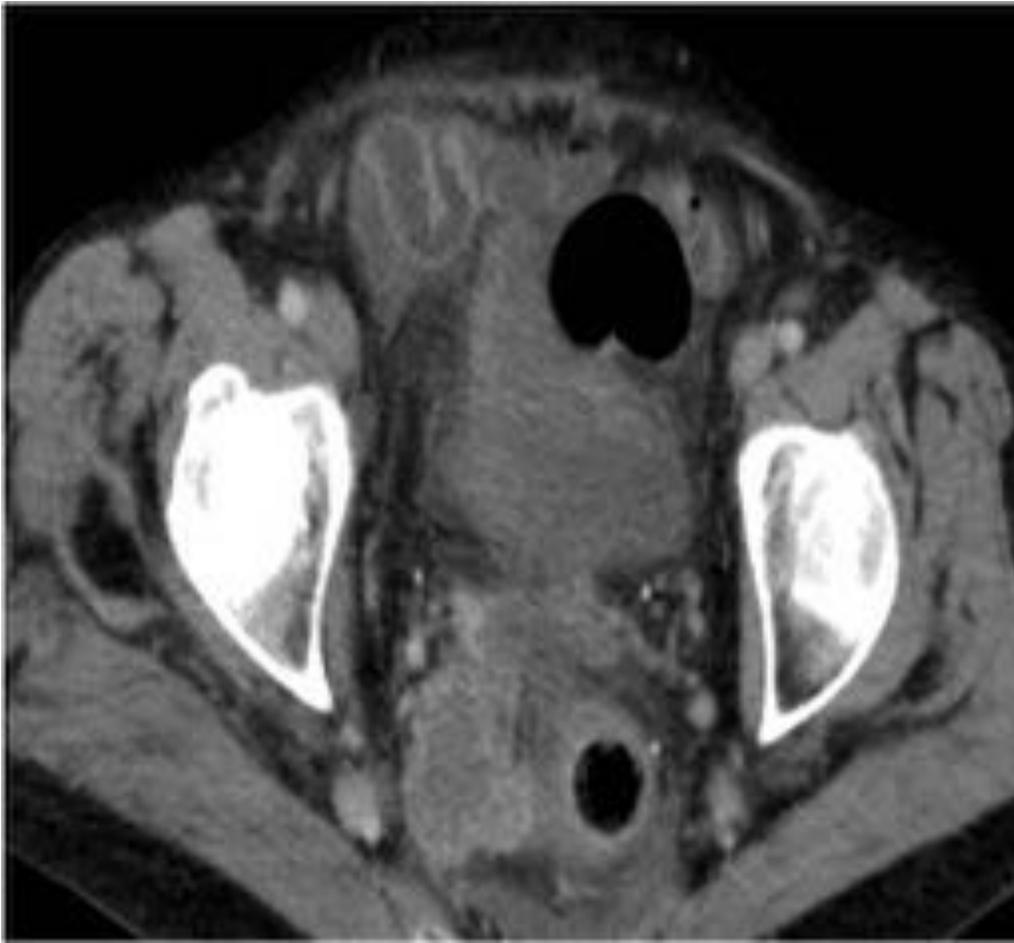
TC abdominal. Implante tumoral pélvico de aspecto quístico en paciente con antecedente de neoplasia uterina endometriode.
